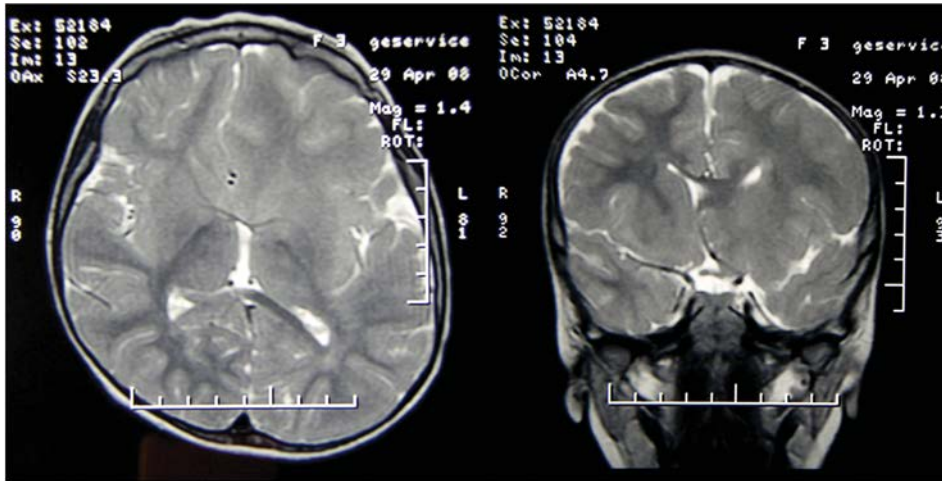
МРТ больной ДУ, 3 года. Гемимегалэнцефалия левой гемисферы выраженной преимущественно по лобарному (переднему квадрантному) типу с максимумом диспластических изменений в левой лобной доле.
